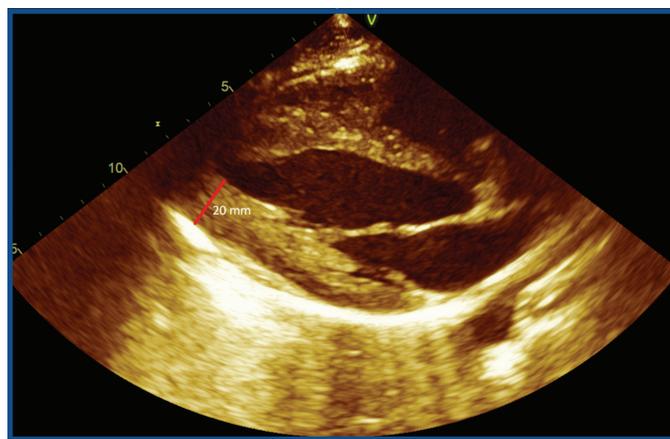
Ecocardiograma transtorácico 2D, eje paraesternal largo usual. Se muestra el aumento de grosor del ápex del ventrículo izquierdo.
